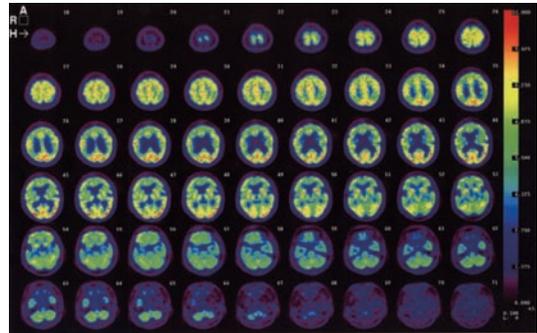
J-ADNI : AD1-baseline (FDG-PET)
